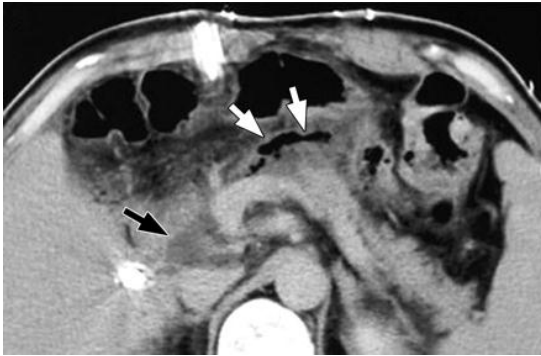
TC: fístula e coleção de fluido perianastomótica⁴
